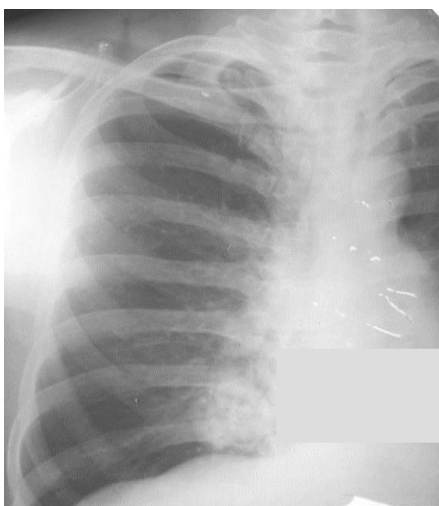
Хондрома легкого, рентгенограмма
